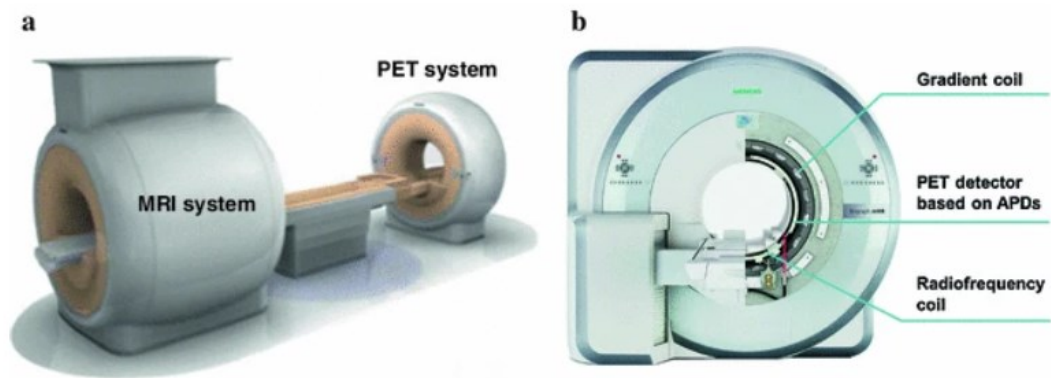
le due configurazioni possibili della strumentazione per i sistemi PET/MRI, sequenziali (a sinistra) e integrati (a destra). Per i sistemi integrati si nota come lo spazio per il passaggio del paziente è notevolmente limitato dalla presenza bobine a radiofrequenza, rendendo difficili ulteriori integrazioni hardware. Immagine da [1].
